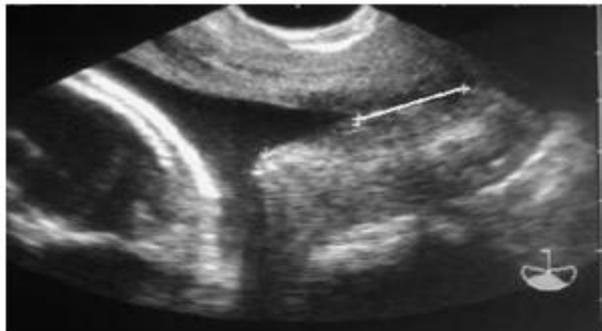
Échographie transvaginale. Col court et en « entonnoir »
